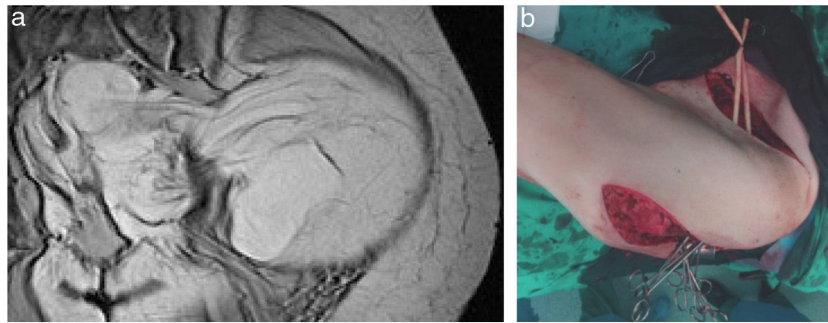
a. Imagen RMN de LS-WD «en reloj de arena». b. Doble incisión abdominal y glútea.
